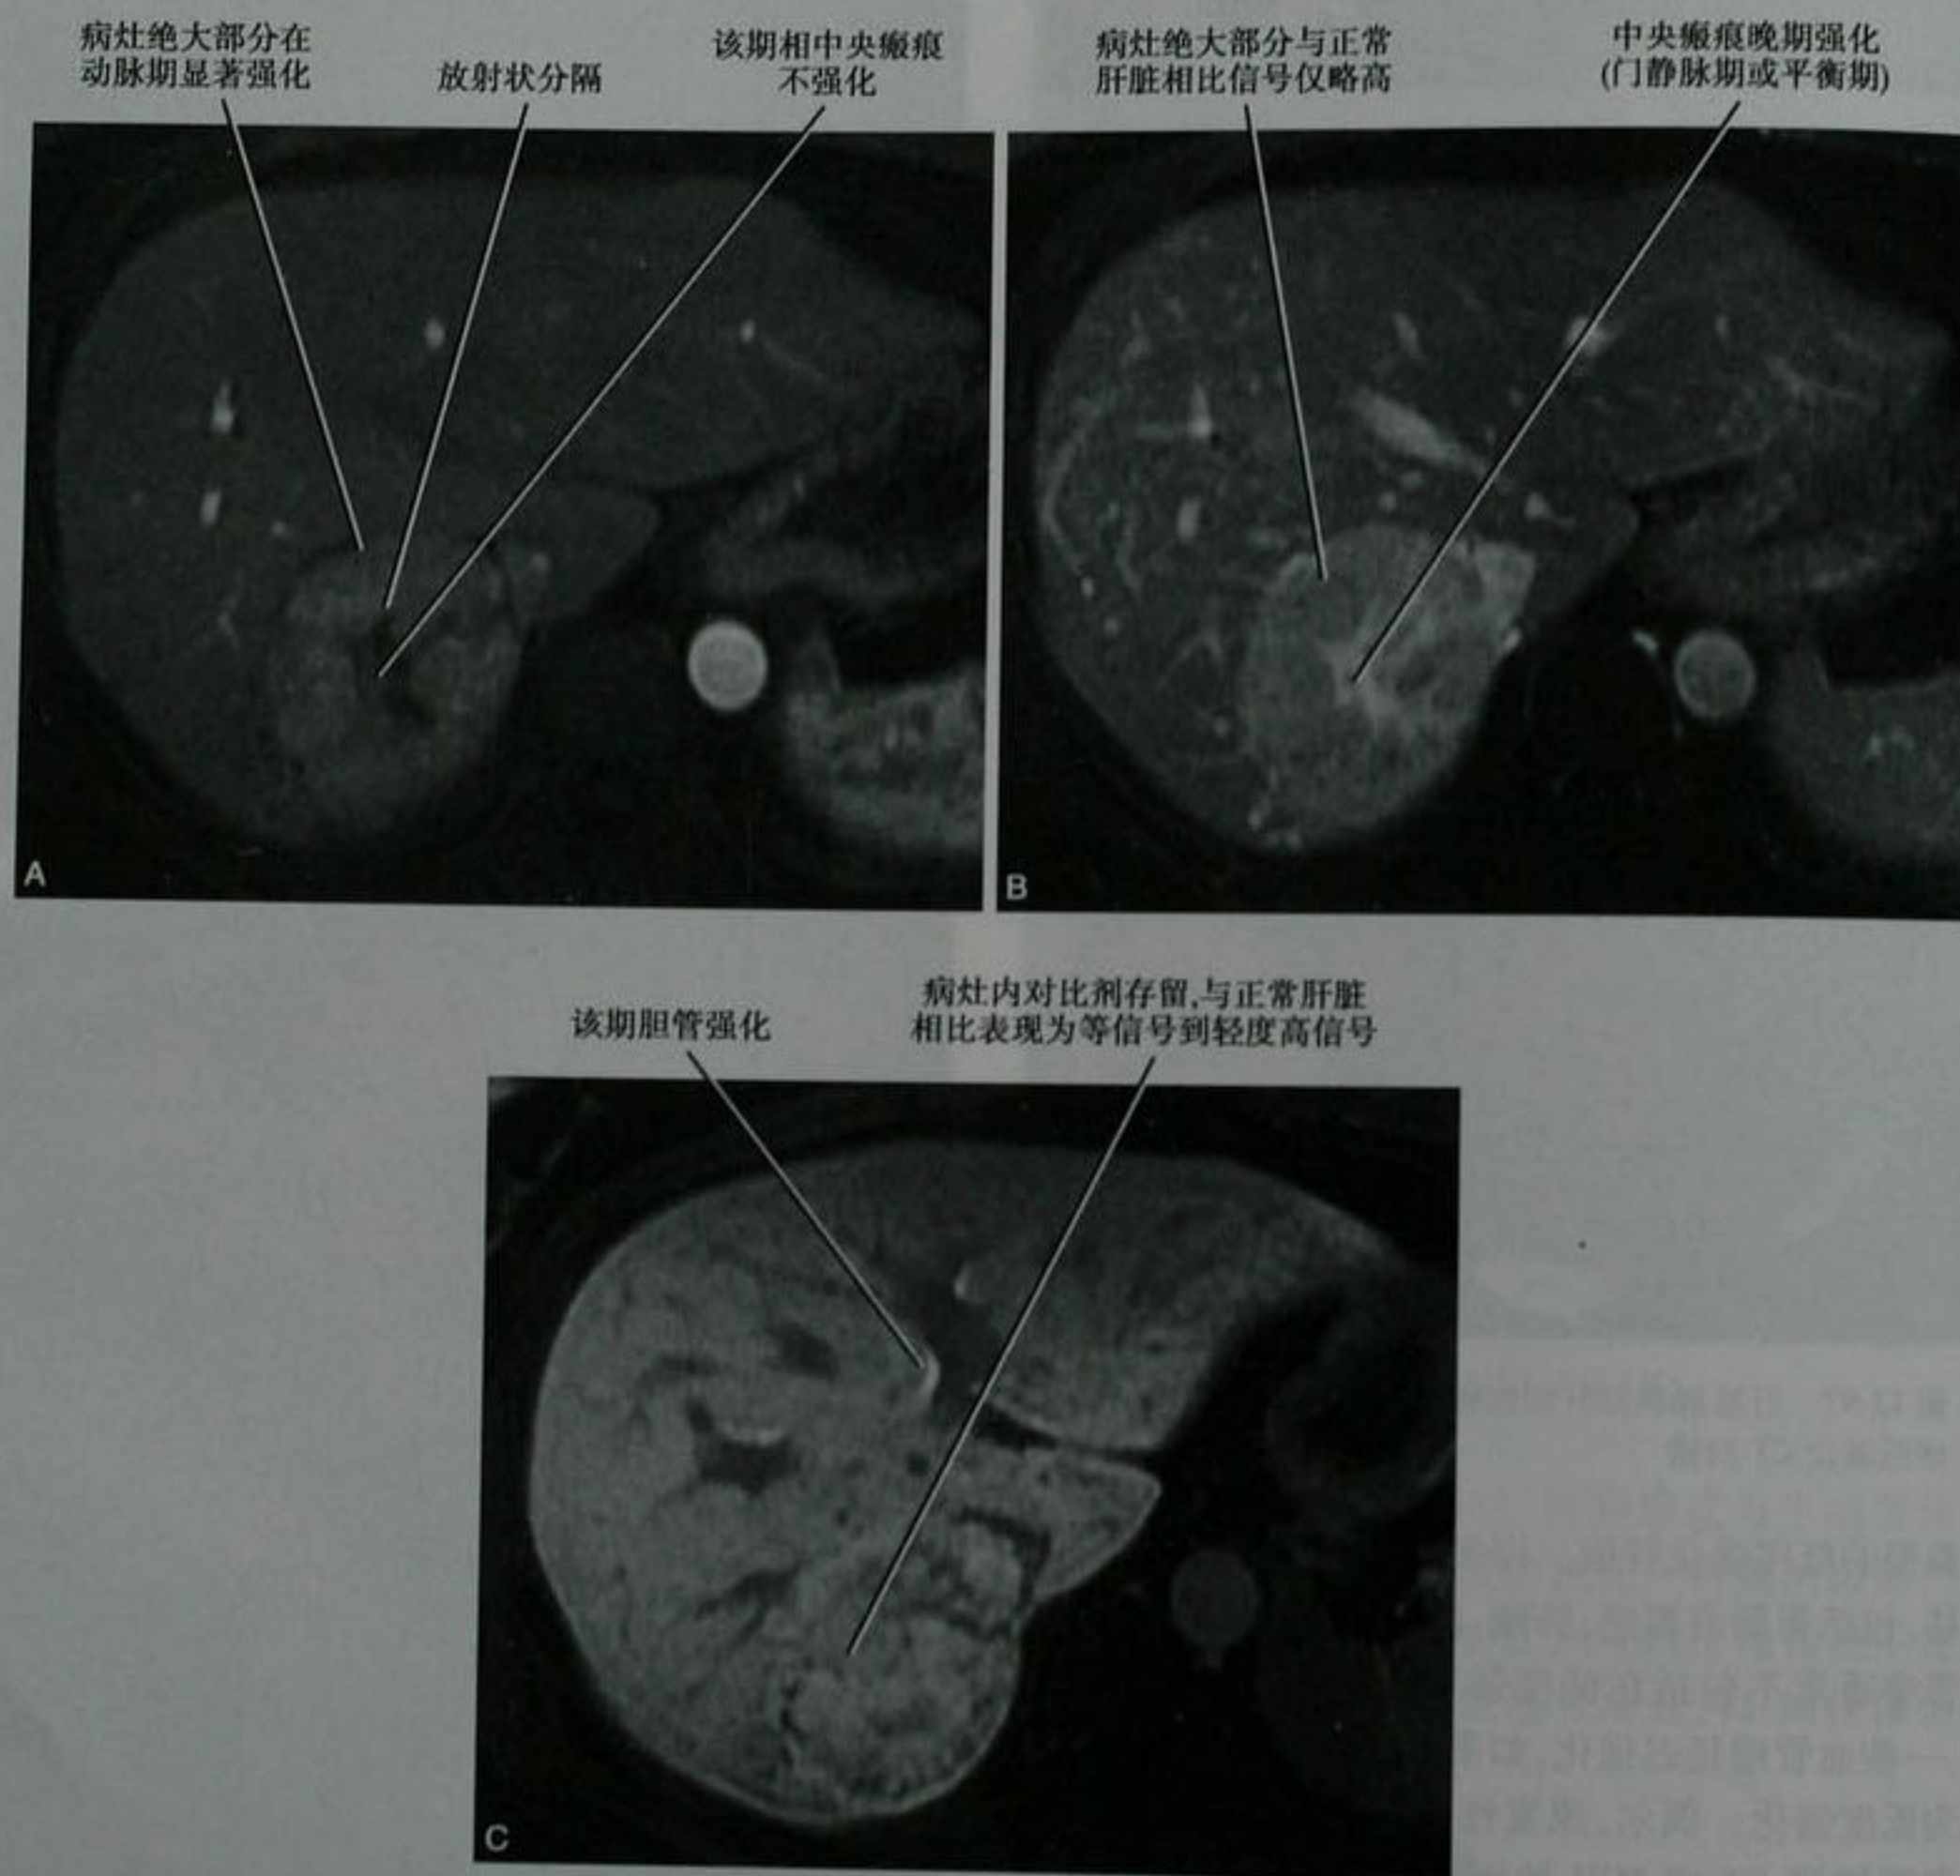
FNH 典型的强化方式。轴位动脉期(A)、平衡期(B)、肝胆期(C) MRI 钆贝酸二葡甲胺增强 T1 加权像,年轻女性典型的局灶性结节性增生
